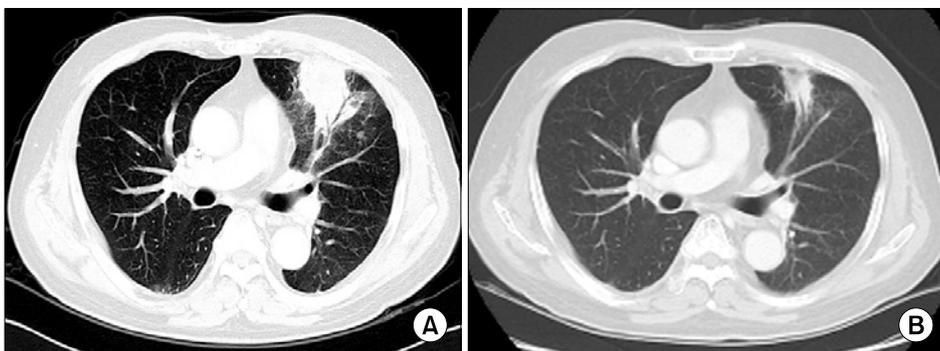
(A) Initial chest CT scan displayed three nodules up to 4 cm were in left lung, and multiple disseminated small nodules were in both lung fields. (B) Chest CT scan after chemoradiotherapy showed much regression of previous lung masses.
